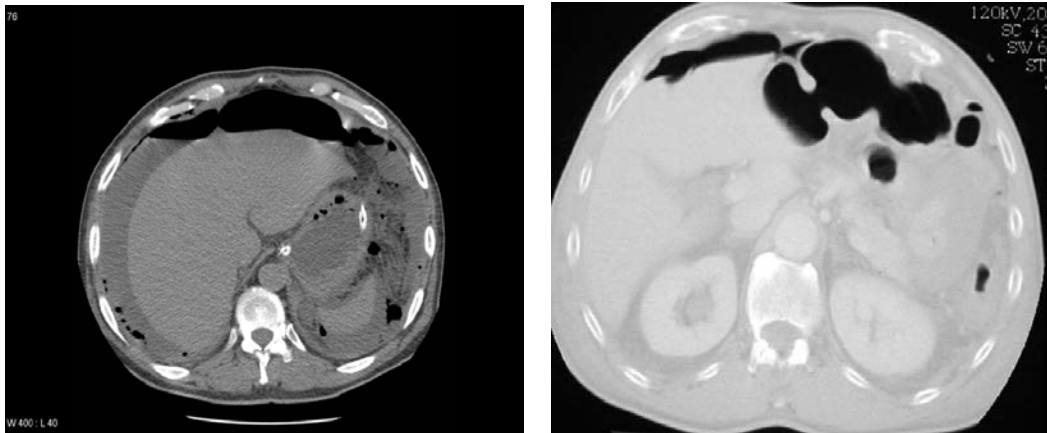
TDM en coupes transversales d'une péritonite montre un air intra-péritonéal extradigestif sous la paroi abdominale antérieure en avant du foie +/- épanchement liquidien
